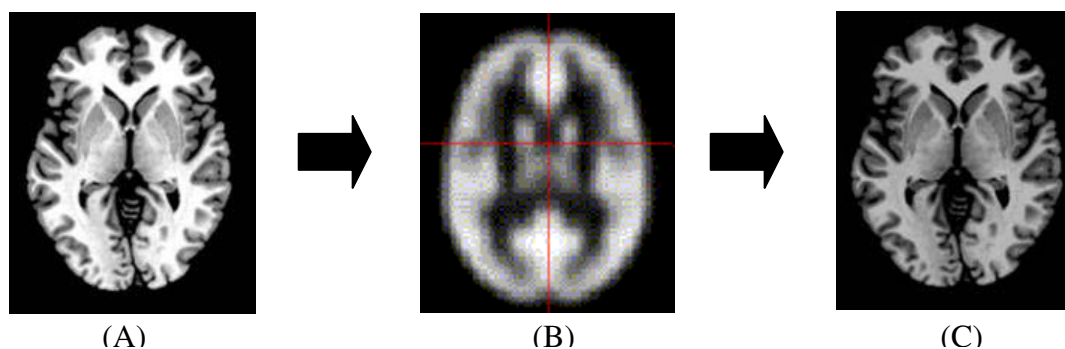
A figura mostra uma imagem de RM em plano axial ponderado em T1 antes da normalização (A), o molde utilizado (B) construído a partir de 83 sujeitos normais e a imagem normalizada (C).
